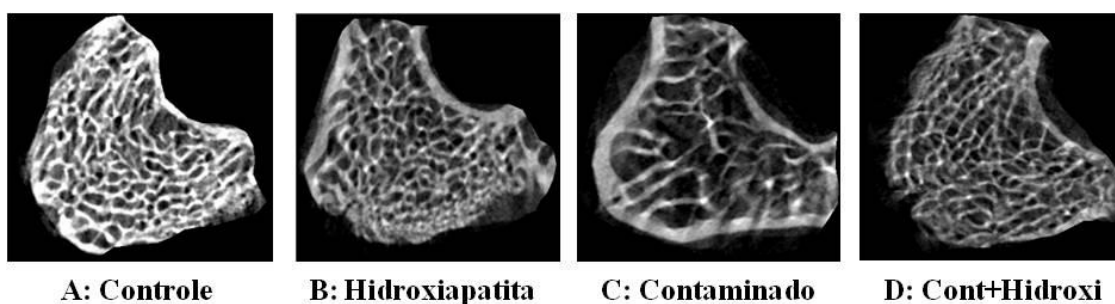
Microtomografias das sextas vértebras lombares. As letras A, B, C e D correspondem aos diferentes grupos experimentais: Controle, Hidroxiapatita, Contaminado e Contaminado + Hidroxiapatita, respectivamente.
